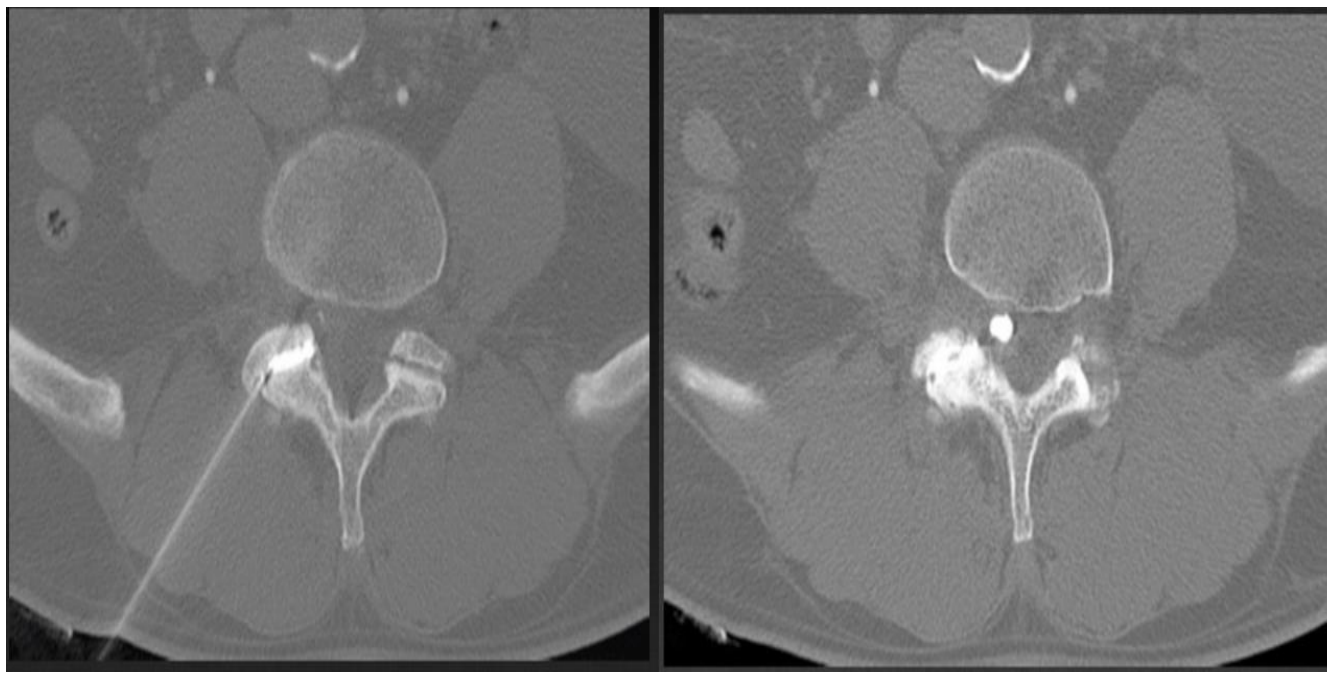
La ponction sous contrôle TDM permet l'opacification de l'articulation inter-apophysaire et montre le passage du produit de contraste dans le kyste [83].
